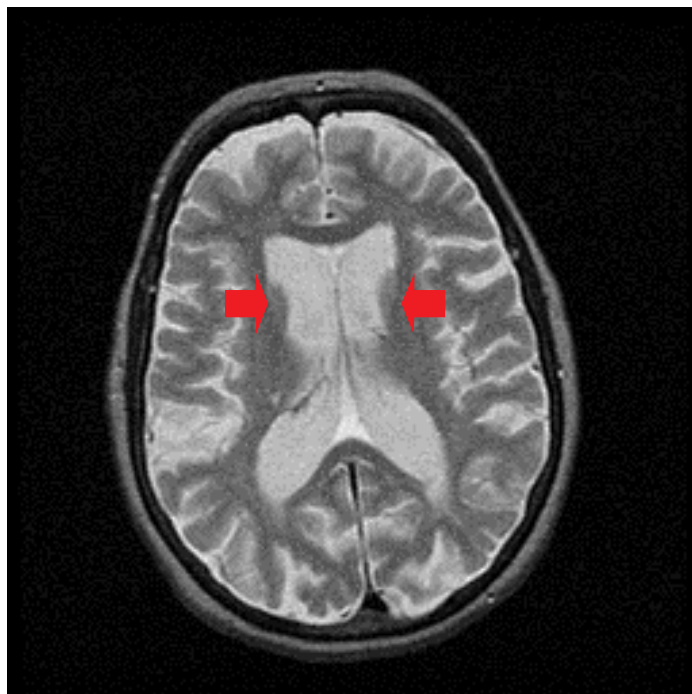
T 2 - MRT – Aufnahme eines Patienten mit Chorea Huntington, auch hier sieht man die erweiterten Frontalhörner (große Pfeile) (aus: Huff JS. Huntington's chorea. [www.emedicine.com](http://www.emedicine.com). 2005)
